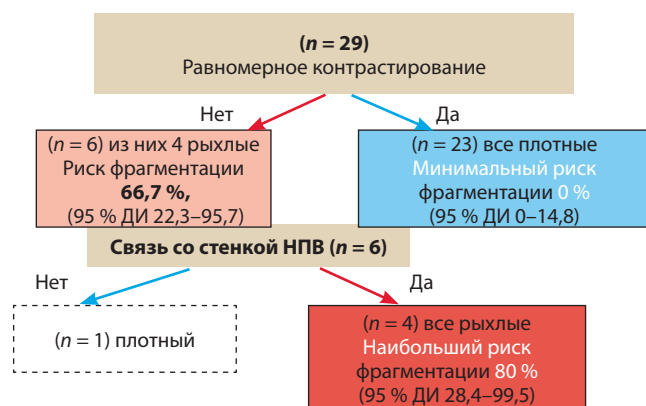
Определение группы риска фрагментации тромба с учетом контрастирования ткани тромба по данным МРТ
